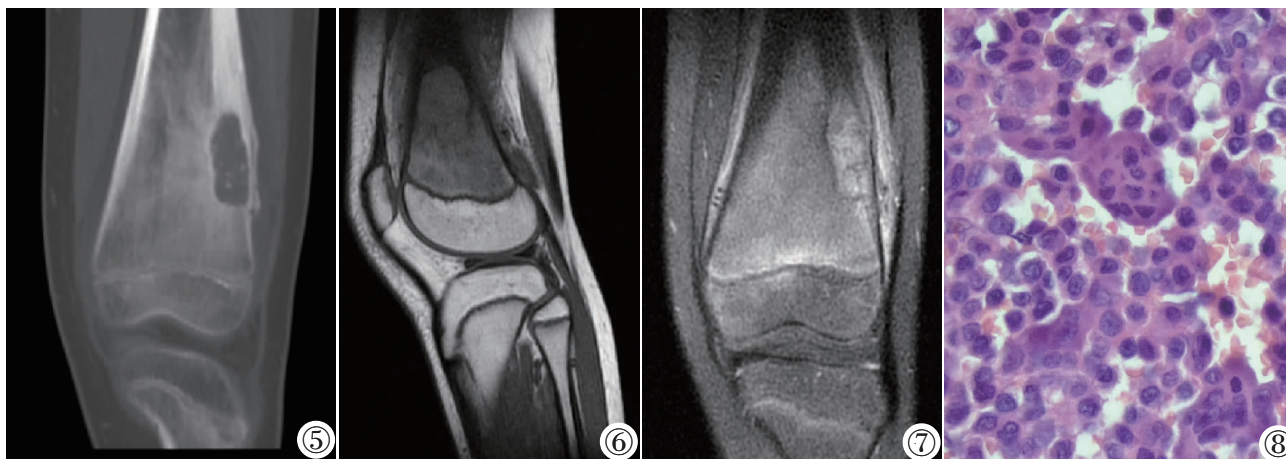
CT 平扫示病灶呈地图样骨质破坏,内见点状弧形钙化,周围骨髓腔骨质硬化,骨膜反应明显(图 5);MRI 示病灶与肌肉相比, T_1WI 上呈等信号(图 6),FS PDWI 上呈不均匀高信号(图 7),内可见低信号;镜下(HE)见肿瘤细胞核呈圆形或卵圆形,部分细胞核核膜欠规则,有核沟,胞浆边界清楚,嗜酸性,散在少量多核巨细胞(图 8)。
